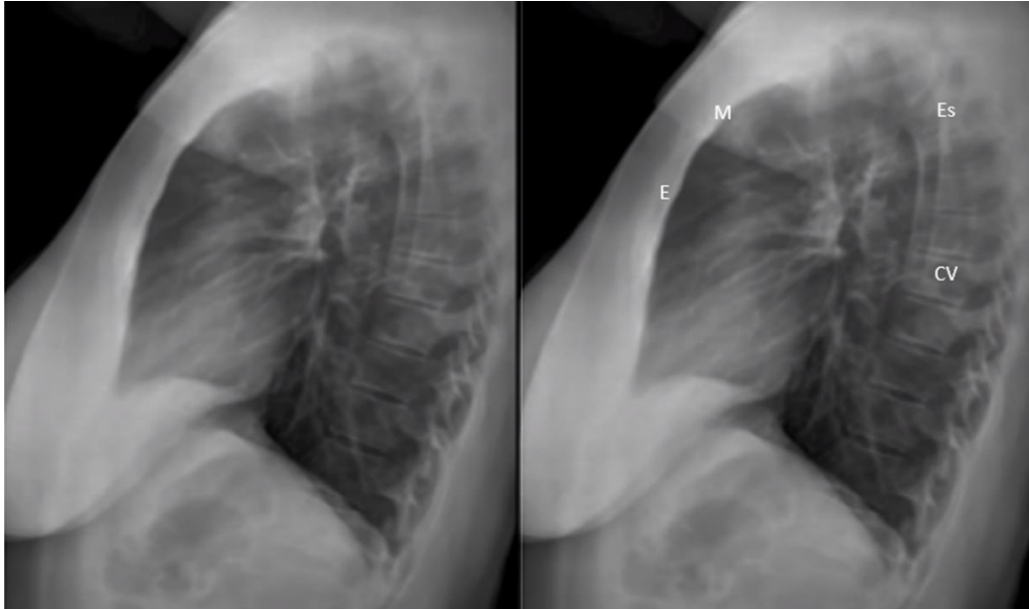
Radiografía PA Tórax componente óseo
